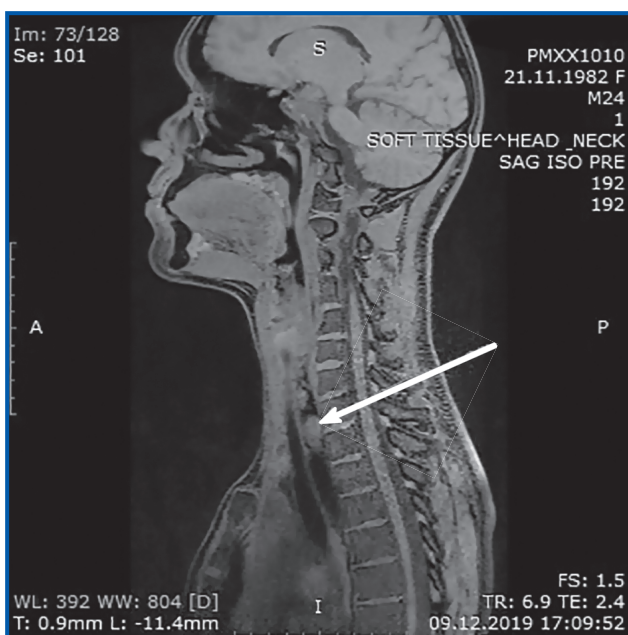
Візуалізація аномального судинного стовбура позаду від трахеї та стравоходу (позначено стрілкою) на МРТ у грудні 2019 р.
